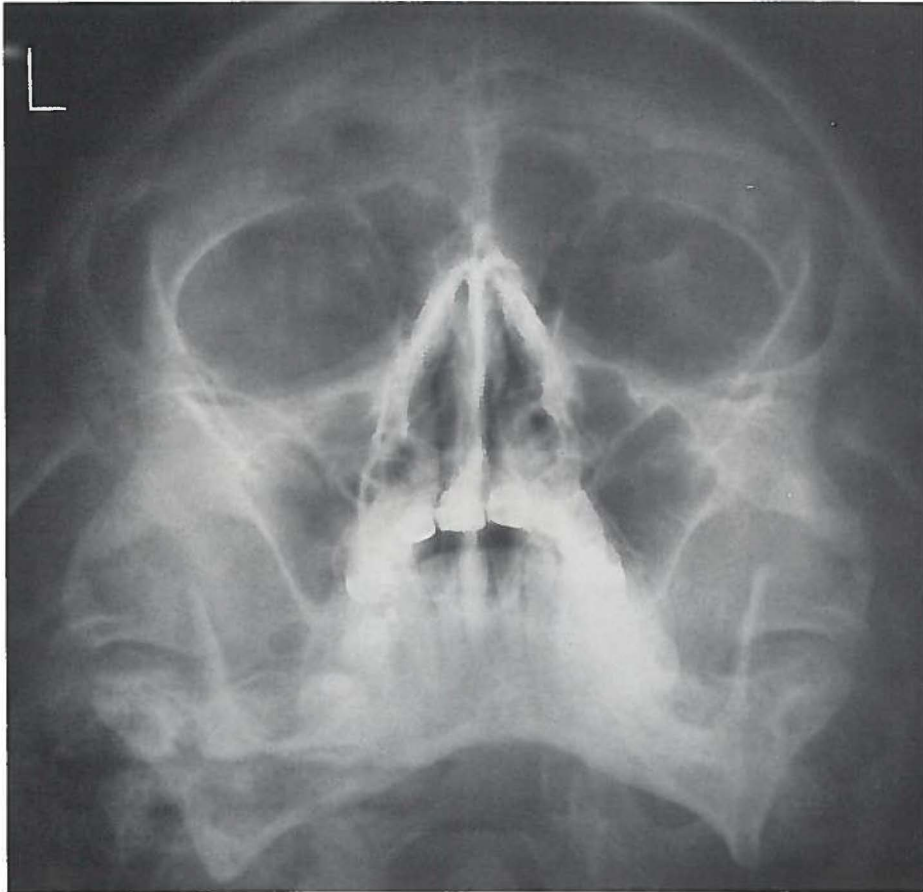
24 maanden na beëindiging van de behandeling. Geen klachten. Toch is er op de röntgenfoto nog een geringe slijmvlieszwelling waarneembaar. De sluiering is echter beduidend geringer dan aan het begin van de behandeling. Kwalificatie resultaat: bevredigend.
